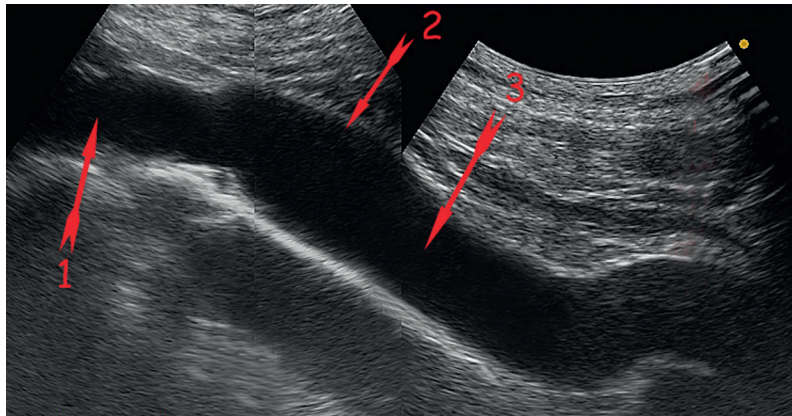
Montage échographique. 1. Veine subclavière gauche. 2. VBC G par voie sus-claviculaire. 3. VBC G par voie sus-sternale.
